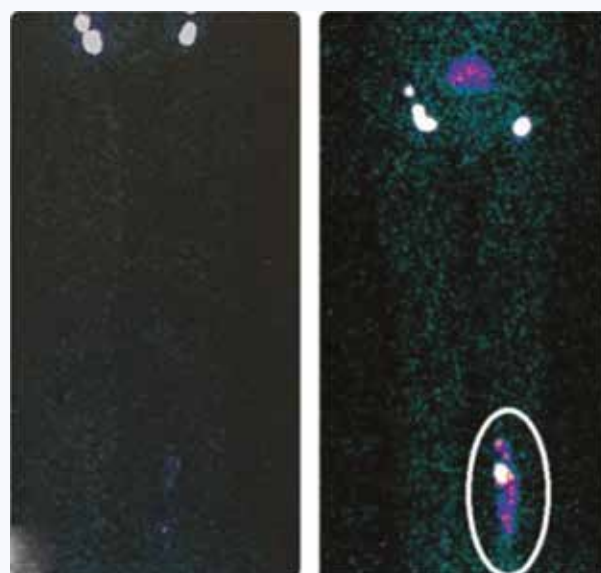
Лимфосцинтиграфия в динамике у пациента после открытого выделения большой подкожной вены (вид спереди) [27]. А. Отсутствие нарушений лимфатического оттока до операции. В. Появление депо накопления на уровне голени после открытого выделения вены
